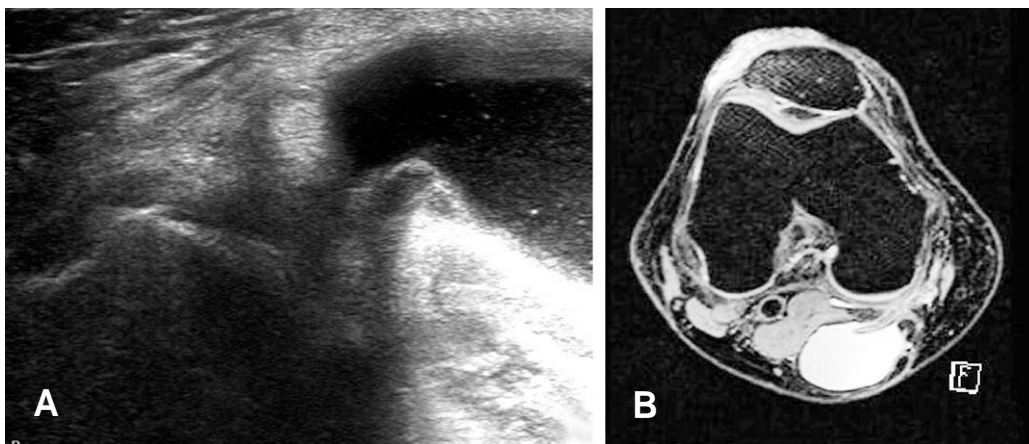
Sonogram (A) and MRI (B) suggesting a possible communicating Baker's cyst in a 79 year old female patient.
